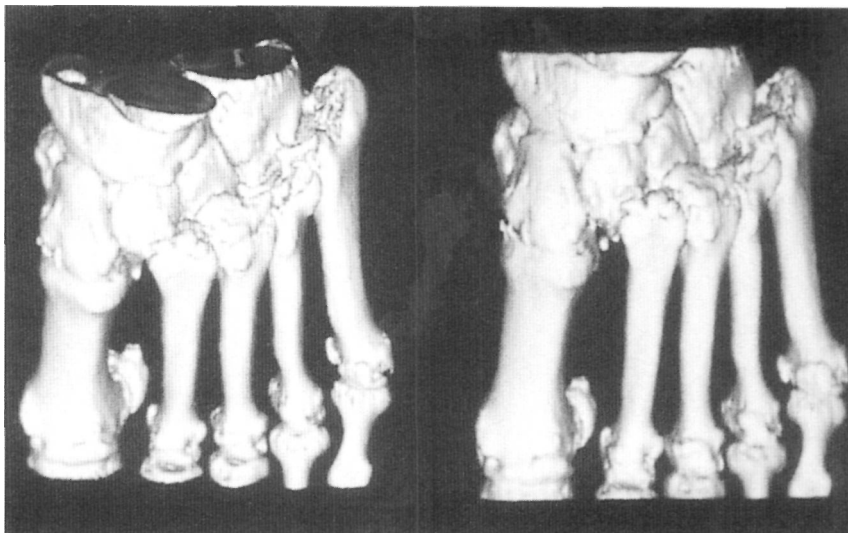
TAC tridimensional de una fractura-luxación de Lisfranc tipo B externa.
